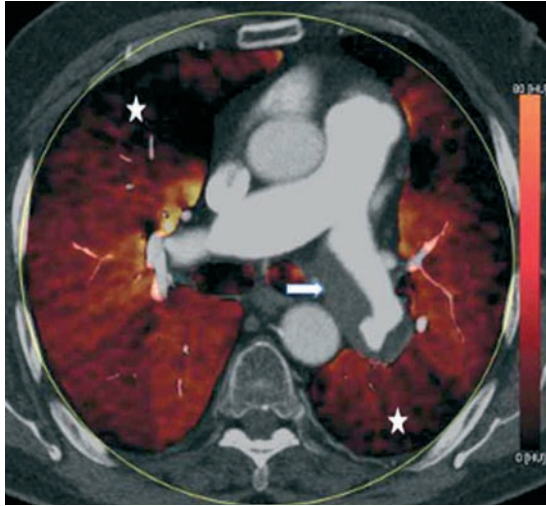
Двуэнергетическая компьютерная томограмма в аксиальной проекции (мужчина 50 лет с хронической тромбоэмболической легочной гипертензией). Визуализируется эксцентрический тромб (стрелка) в левой главной легочной артерии, простирающийся в нижнедолевую артерию, и соответствующий дефект перфузии в левой нижней доле (*). Также следует обратить внимание на дефект перфузии в правом легком (*)
